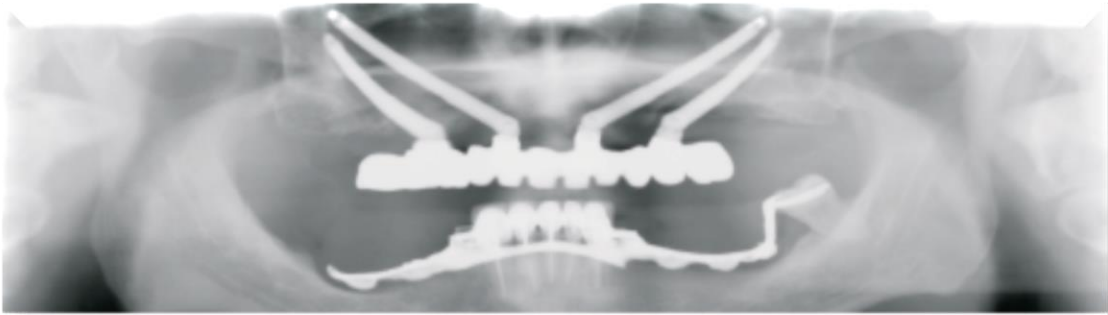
Implantes cigomáticos, radiografía, quirúrgica y protésica. (89)
